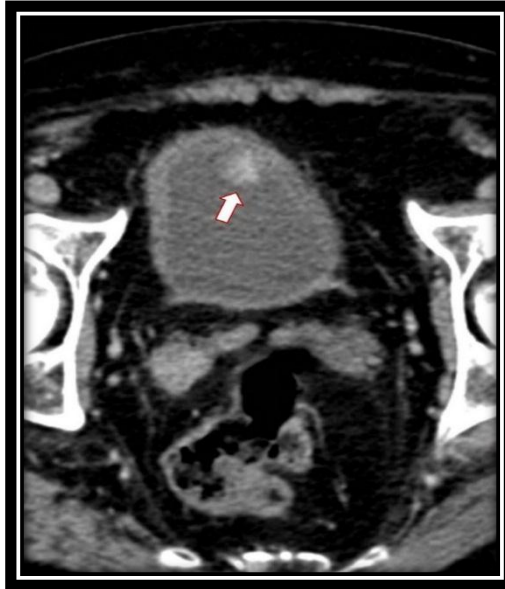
Magnificación de un corte axial por tomografía en fase simple a nivel hueco pélvico, observamos vejiga a moderada repleción, lesión polipoide endoluminal compatible con un tumor vesical no invasivo.
